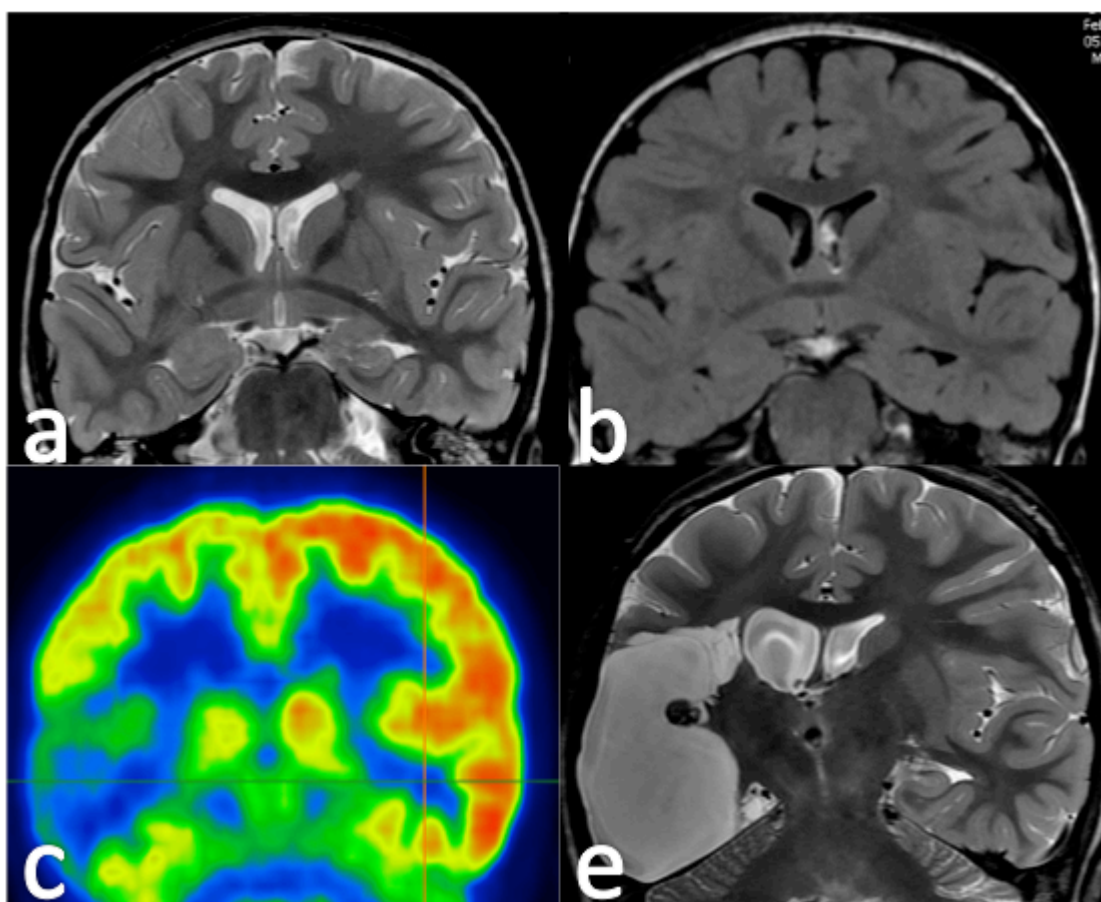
Ejemplo de DCF tipo I en la que la extensión de la alteración de señal en T2 (a) y FLAIR (b) es claramente menor que el hipometabolismo observado en PET (c). Se realizó una resección extensa temporofrontal que mostró displasia tipo I afectando a ambos lóbulos.
